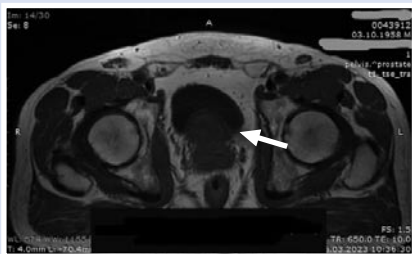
МРТ органов малого таза (аксиальная проекция).
